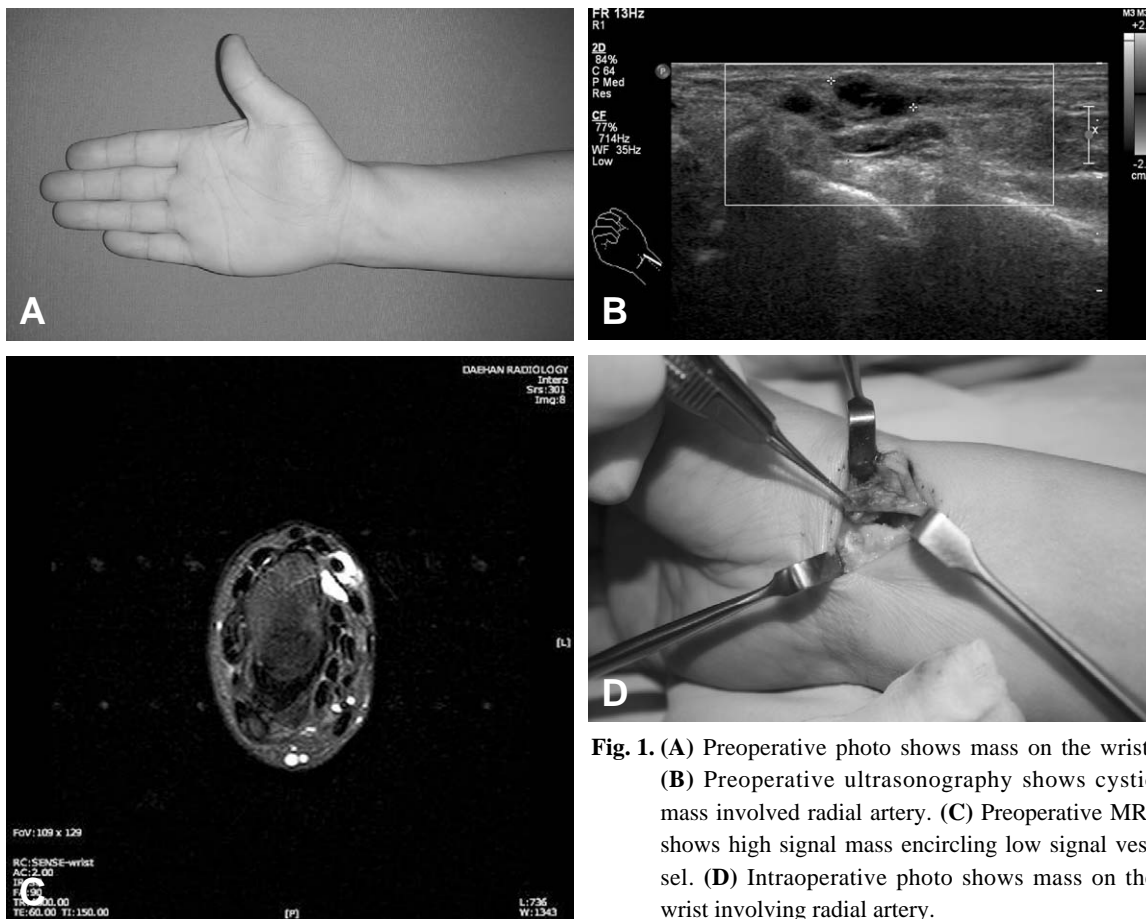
(A) Preoperative photo shows mass on the wrist. (B) Preoperative ultrasonography shows cystic mass involved radial artery. (C) Preoperative MRI shows high signal mass encircling low signal vessel. (D) Intraoperative photo shows mass on the wrist involving radial artery.
